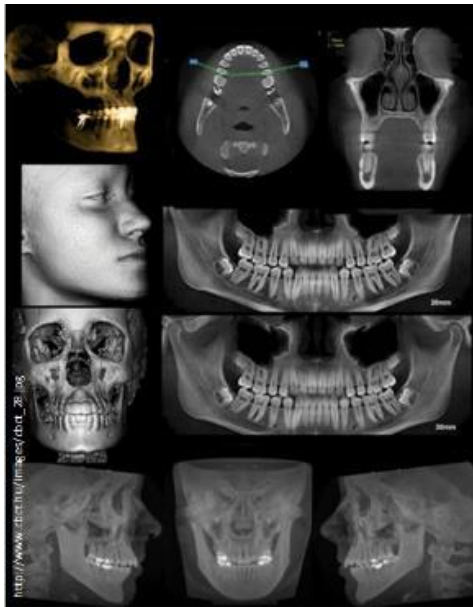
Cone Beam. Muestra de diferentes cortes.
